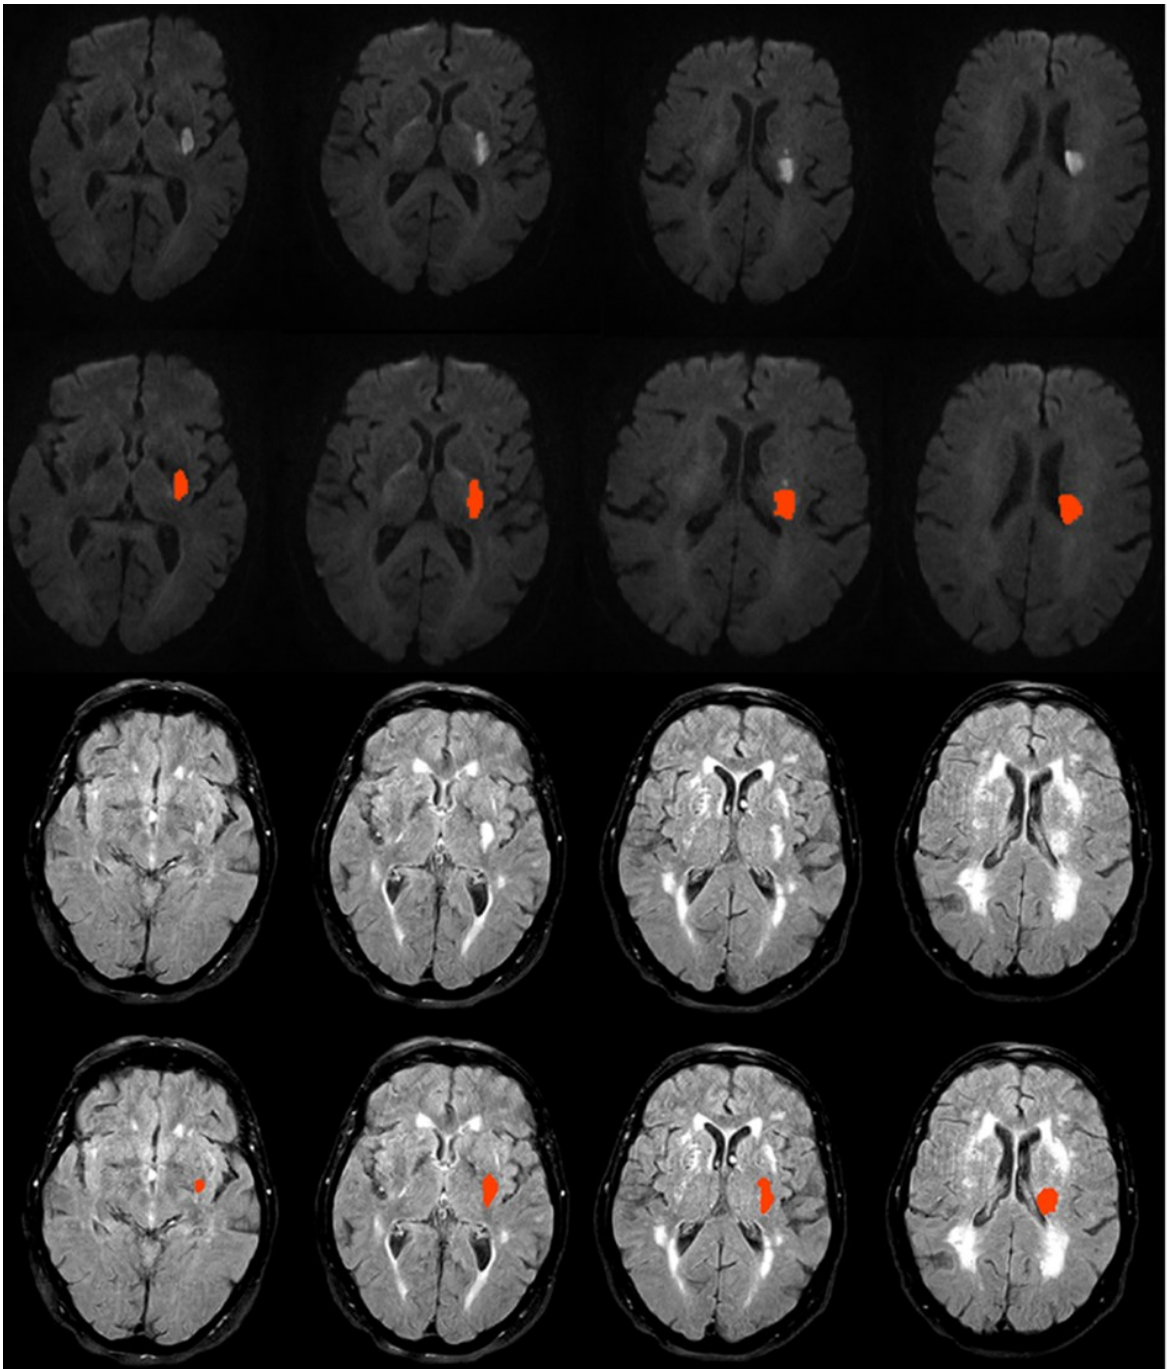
Beispiel eines ausgedehnten keilförmigen Infarkts von den Basalganglien bis in die Corona radiata reichend in diffusionsgewichteter Sequenz (oben) und FLAIR Sequenz (unten)
